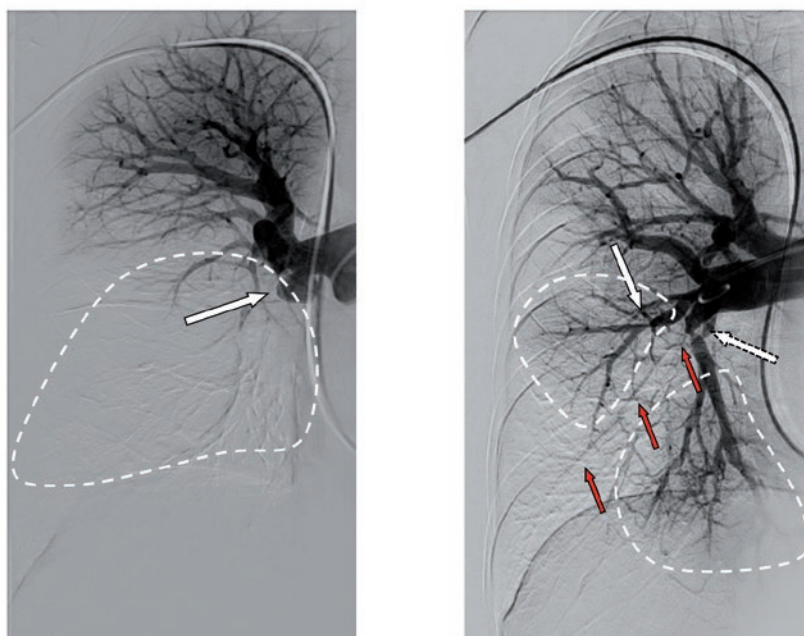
Уровни поражения лёгочных артерий [из архива Данилова Н.М., неопубликованные данные]: А – проксимальный вариант поражения; белой стрелкой указана устьевая окклюзия средне- и нижнедолевых ветвей правой лёгочной артерии, пунктиром обозначена зона с отсутствием перфузии («операбельно»); Б – дистальный тип поражения; белой стрелкой указан кольцевидный стеноз С4 сегментарной ветви с соответствующей зоной снижения перфузии, пунктирной стрелкой указан кольцевидный стеноз С10 сегментарной ветви с соответствующей зоной снижения перфузии, красными стрелками обозначена субокклюзия С8 сегментарная ветвь правой лёгочной артерии («неоперабельно»)
